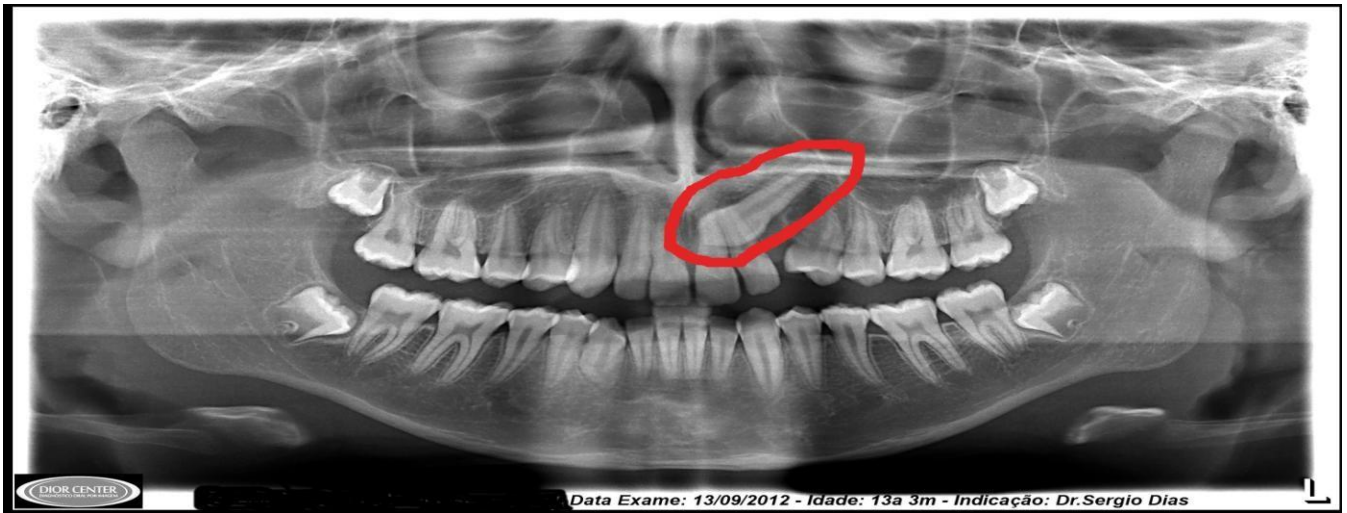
Radiografia panorâmica de dente incluído.
